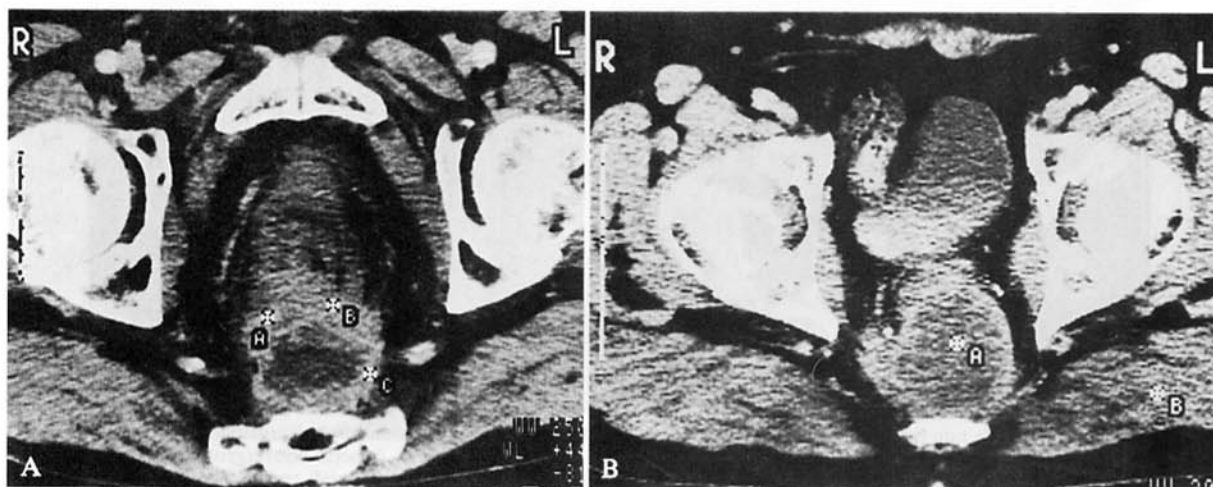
Recidiva ampiamente colliquata (A) versus complicanza ascessuale tardiva in Miles (B). Scansioni TC dopo mdc per via endovenosa. In entrambi i pazienti sono visibili masse presacrali ampiamente colliquatae, con cerchine di impregnazione dopo mdc. Nel caso di recidiva, tuttavia (A), i margini della lesione appaiono più sfrangiati, la porzione periferica presenta spessore non uniforme e la parte colliquata centrale morfologia più irregolare.
